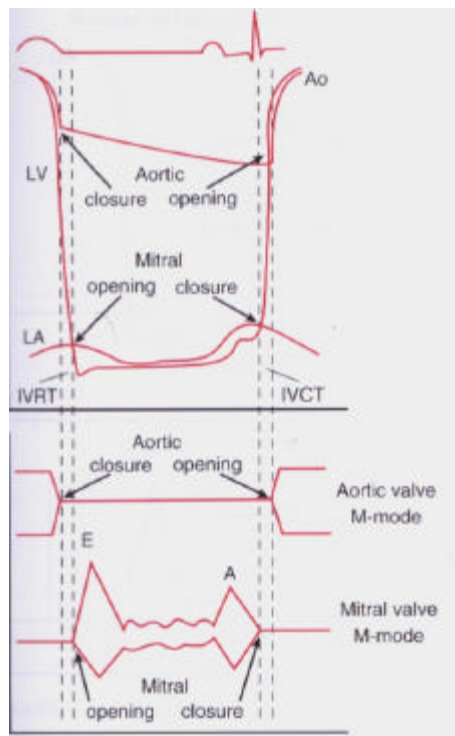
Fases da Diástole (Otto CM, Textbook of Clinical Echocardiography, 3 ed., Elsevier Saunders, 2004. p.167)
